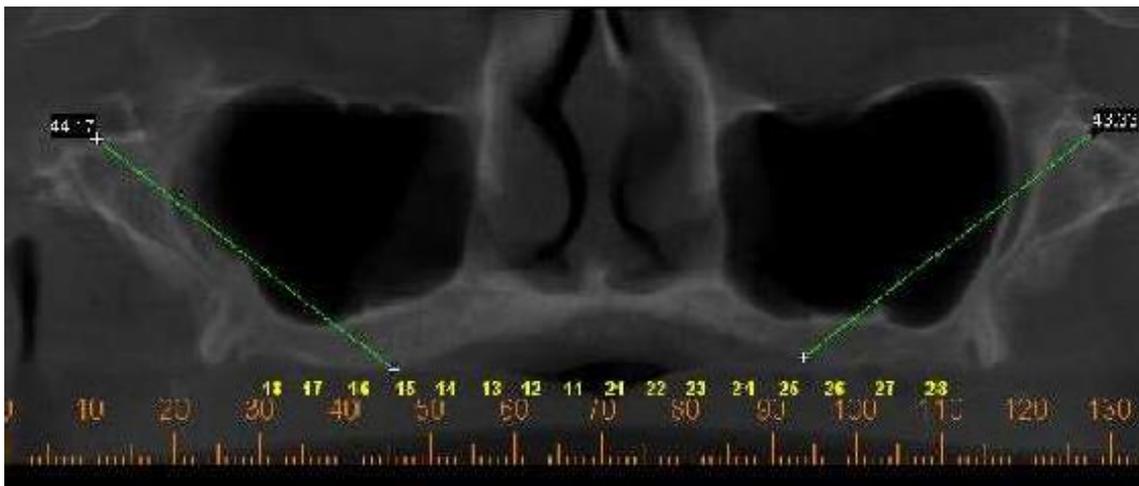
Tomografia inicial com traçado para os implantes zigomáticos
